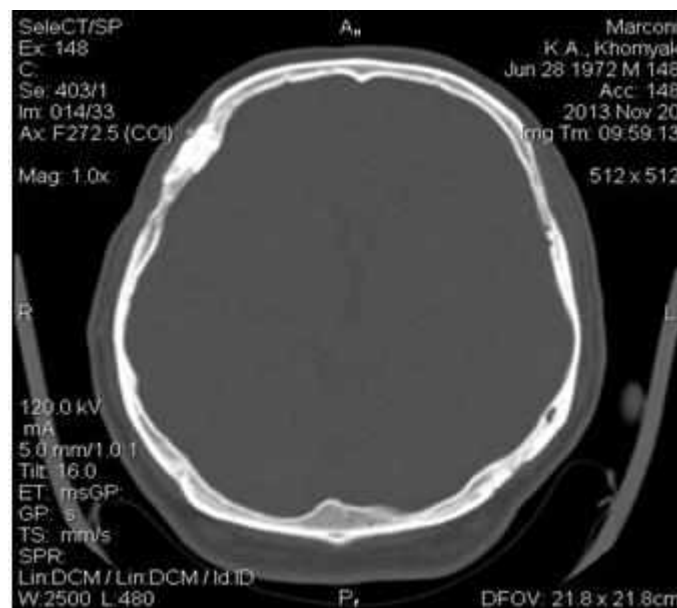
Спостереження №1. Комп'ютерна томограма хворого Х-як, 41 рік (історія хвороби №380) через 7 років після краніопластики. (щільність тканин в зоні контакту кістка-трансплантат за Г.Н. Хоулсфілдом — 1306 НУ).
